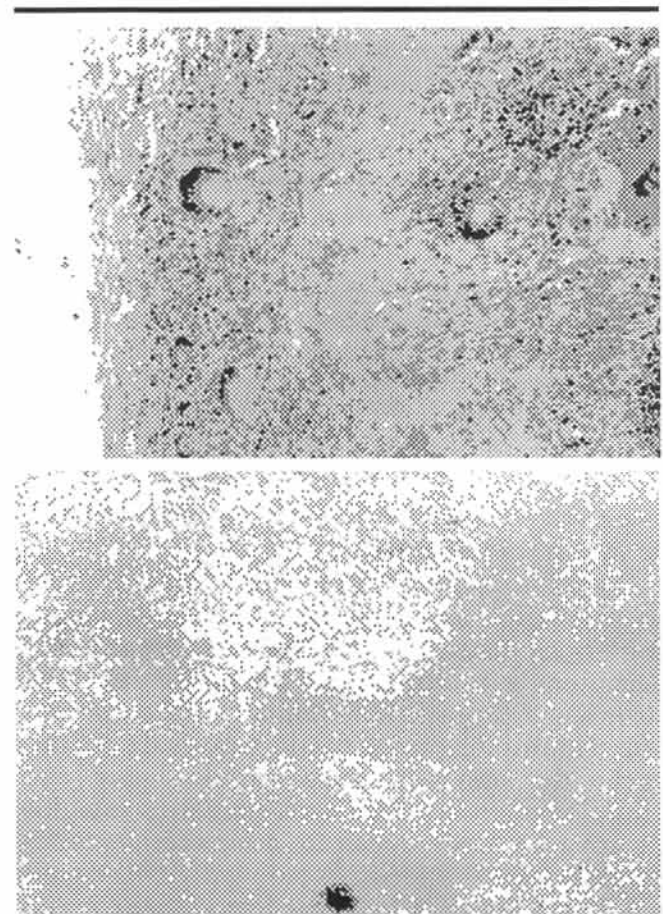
Figura - ASPECTOS HISTOLÓGICOS - a) Aspecto histológico de gânglio linfático de paciente soronegativo para HIV-1, mostrando granuloma com necrose caseosa e células gigantes (aumento x200, HE). b) Gânglio linfático de paciente soropositivo para HIV-1, com granuloma, extensa necrose e ausência de células gigantes ou epitelióide no campo (aumento x200, HE).
